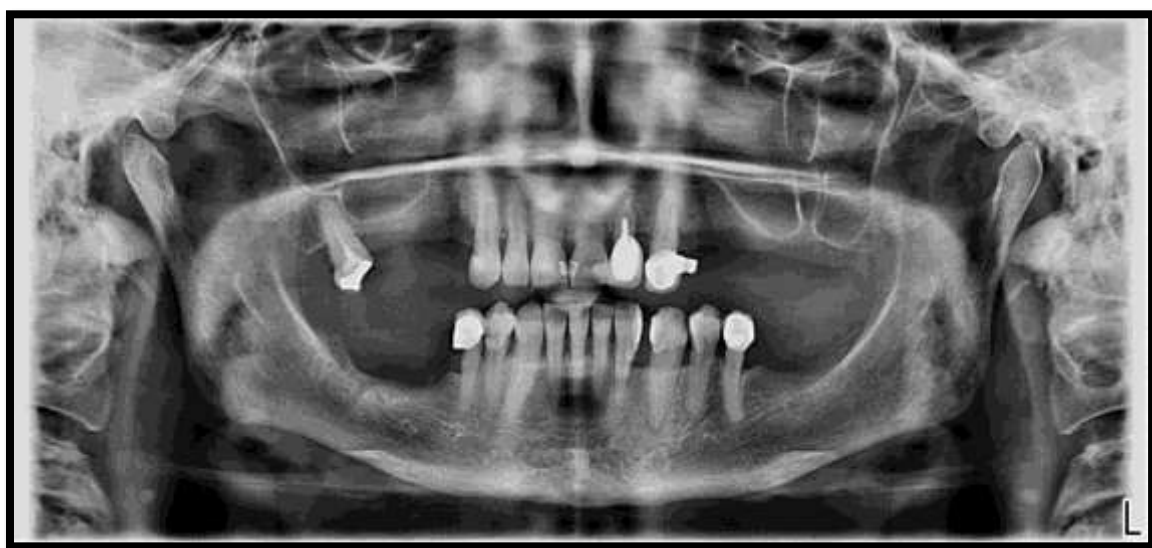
Radiografía Panorámica, estructuras óseas y dentales
